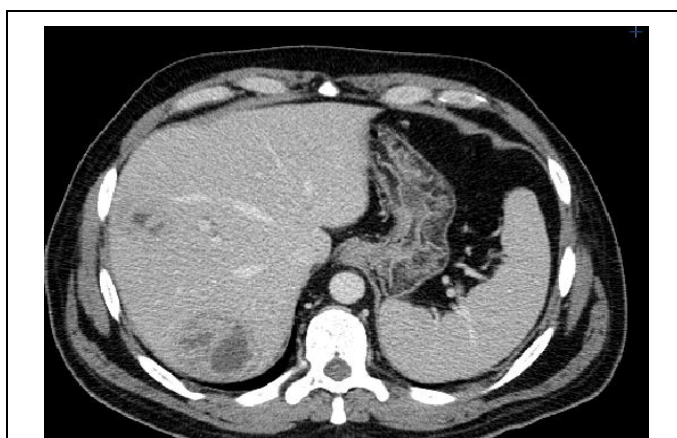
МСКТ, аксиальная реконструкция, венозная фаза.
